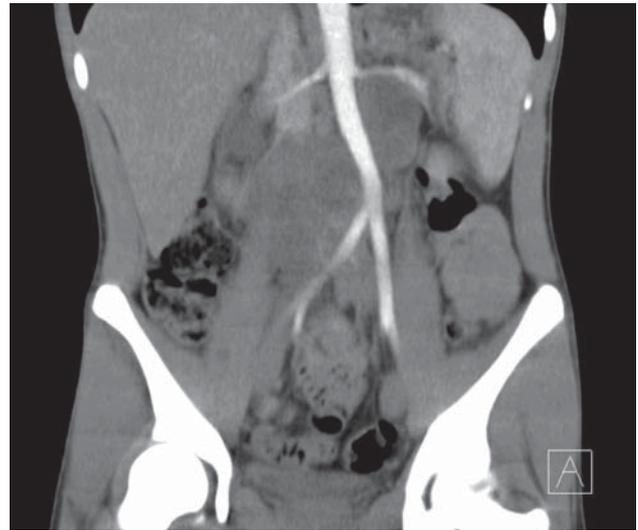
Imagen por TAC de compresión de la arteria aorta por el tumor retroperitoneal.
